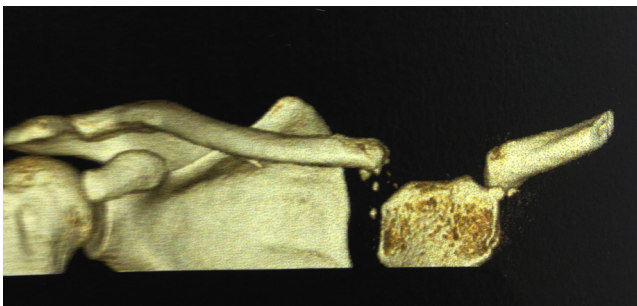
Imagem de tomografia computadorizada com reconstrução 3D que mostra o deslocamento da AEC e fragmentos ósseos.
